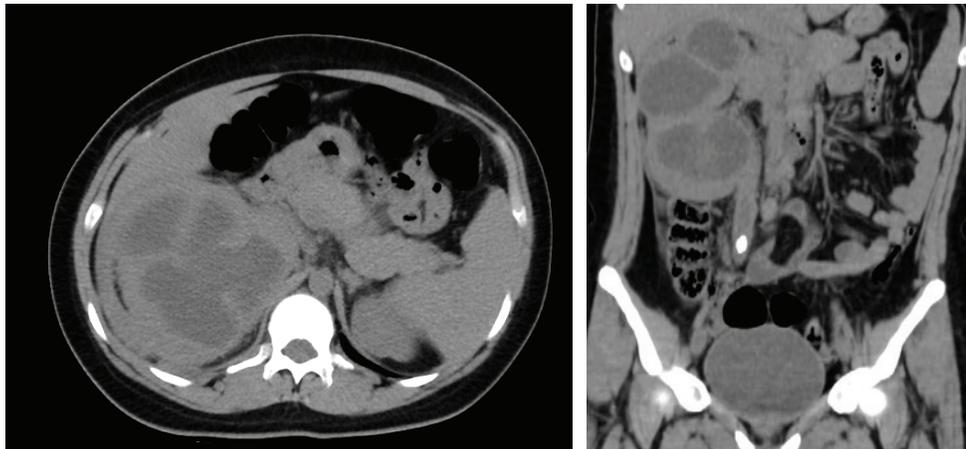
Urotomografía simple en corte Axial y Fig. 4 en Reconstrucción coronal, en ventana mediastínica donde se evidencia aumento de tamaño del riñón derecho, con presencia de bolsas hidronefróticas y abundante contenido denso en su interior, coeficiente de atenuación aproximado de 19 - 25 UH, con cambios inflamatorios parenquimatosos y perirrenales, además se observa imagen hiperdensa, ovalada, bien definida, ubicada en la porción media del uréter ipsilateral, mide 1.4 cm, coeficiente de atenuación 1000 UH.
